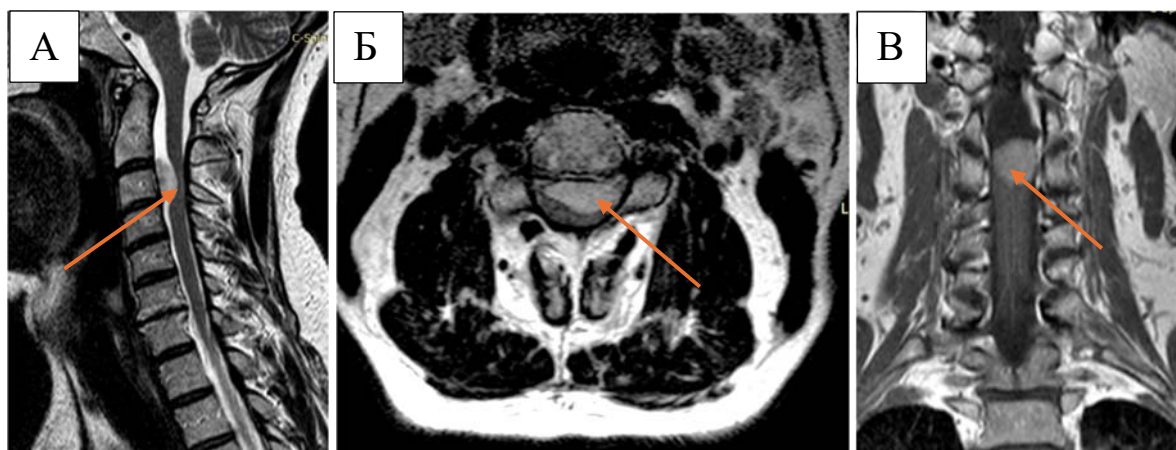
МРТ- изображения пациента Д с экстрамедуллярным объемным образованием в сагиттальной (А), аксиальной (Б) и коронарной проекциях(В), накапливающая контрастный препарат. Экстрамедуллярная опухоль (отмечена стрелкой) гиперинтенсивна на Т2-ВИ, расположенная на уровне C_{III}-C_{IV} позвонков с передней компрессией спинного мозга
